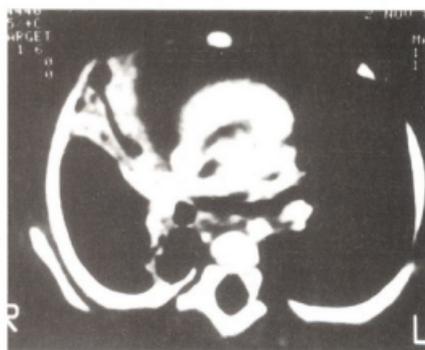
TAC: otra imagen característica de dilatación sacular.
